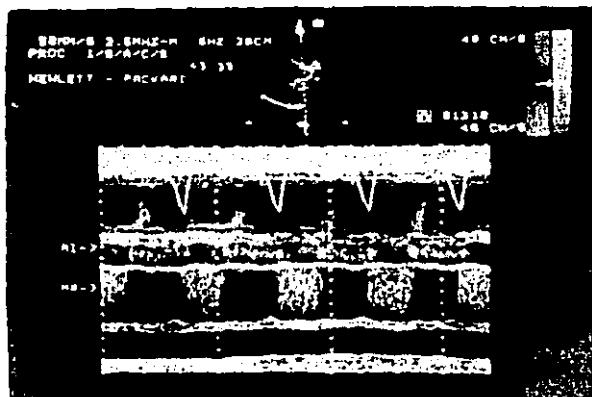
ESPECTRO DE DOPPLER PULSADO EN LA ESTENOSIS MITRAL CON IMAGEN DE FLUJO DE COLOR SIMULTANEO.
